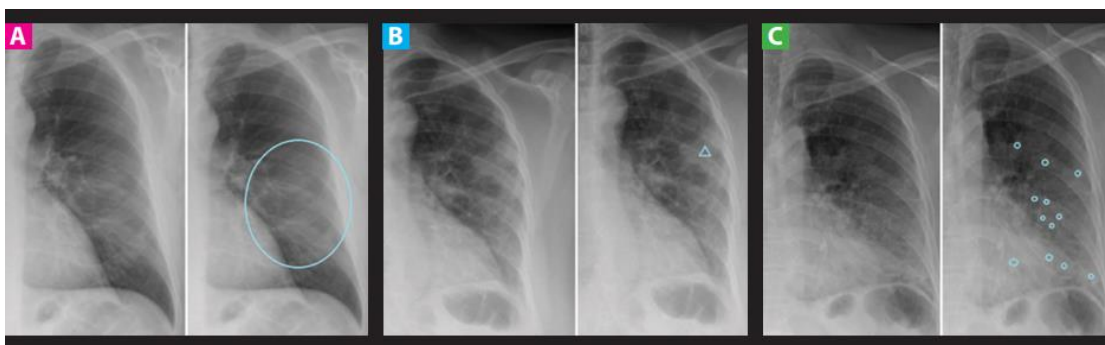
Manifestaciones típicas en la radiografía de tórax durante la infección por SARS-CoV-2. A: Opacidad leve y difusa. B: Opacidad alveolar. C: Opacidades alveolo-intersticiales
